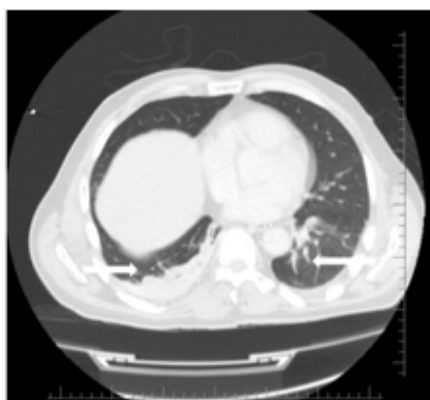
Компьютерная томография органов грудной клетки, стрелками указаны участки инфильтративно-воспалительных изменений и правосторонний гидроторакс
